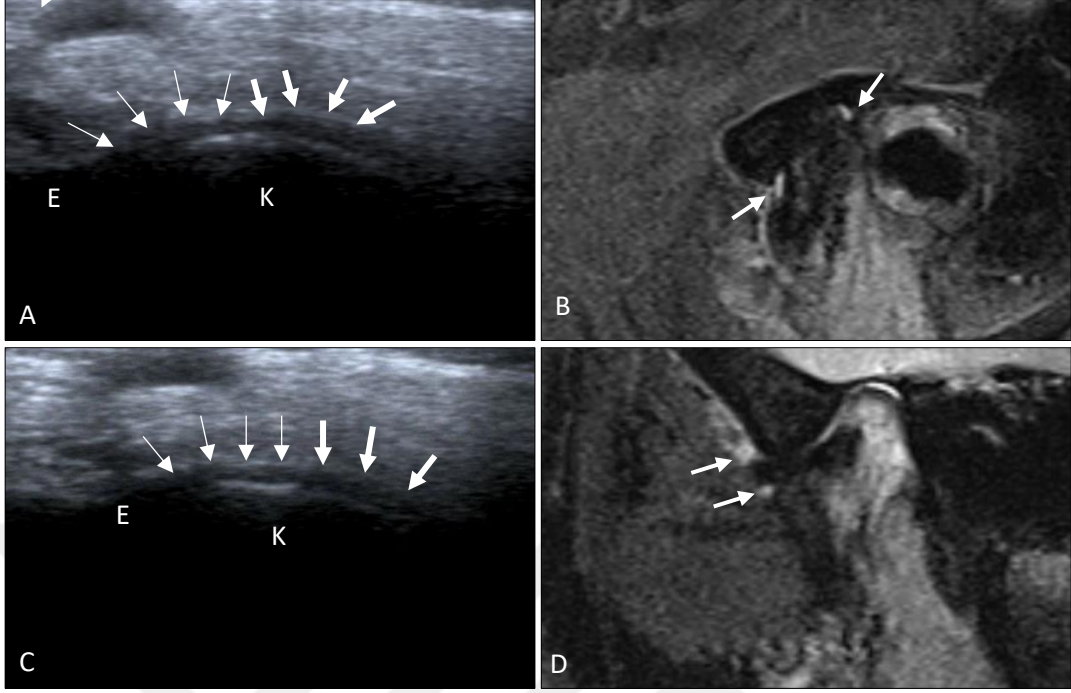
USG’de redüksiyonlu disk deplasmanı, MRG’de normal TME tanısı konulan 27 numaralı hastanın ağız kapalı pozisyonda sol TME’sinin USG (A) ve MRG (B) görüntüsü. Ağız kapalı pozisyonda MRG (B) görüntüsünde uzamış disk kalın okla gösterilmiştir. Uzamış olan disk, USG’de (A) anteriora deplase olarak yorumlanmıştır. (USG görüntülerinde üst: anterior, sağ süperior)
